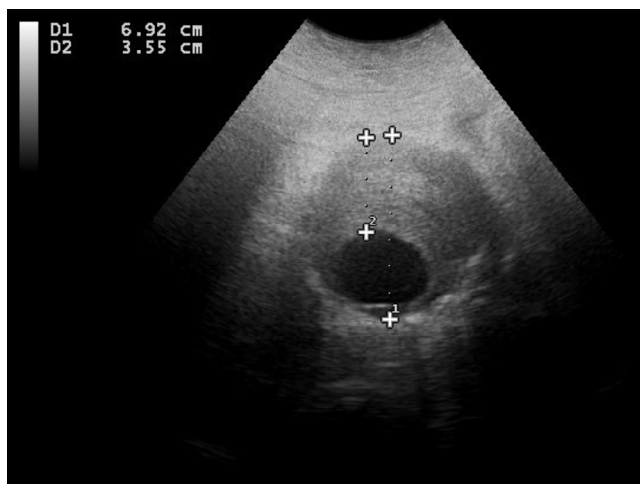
Ecografía abdominal en atención primaria: corte transversal supraumbilical. Se aprecia un aneurisma de aorta abdominal de 6,92 cm de diámetro con un trombo mural excéntrico anterior de 3,55 cm.
